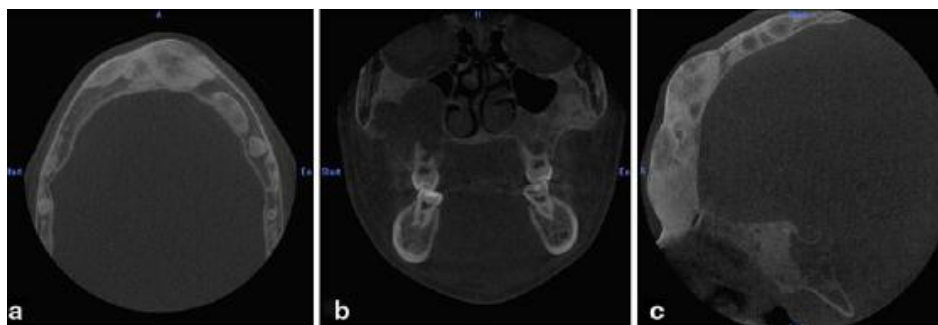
A – CBCT axial; B – CBCT coronal; C – CBCT sagital. Atente às diversas lesões radiopacas e radiotransparentes disseminadas pelo crânio. Charoenlarp, et al, 2012.
